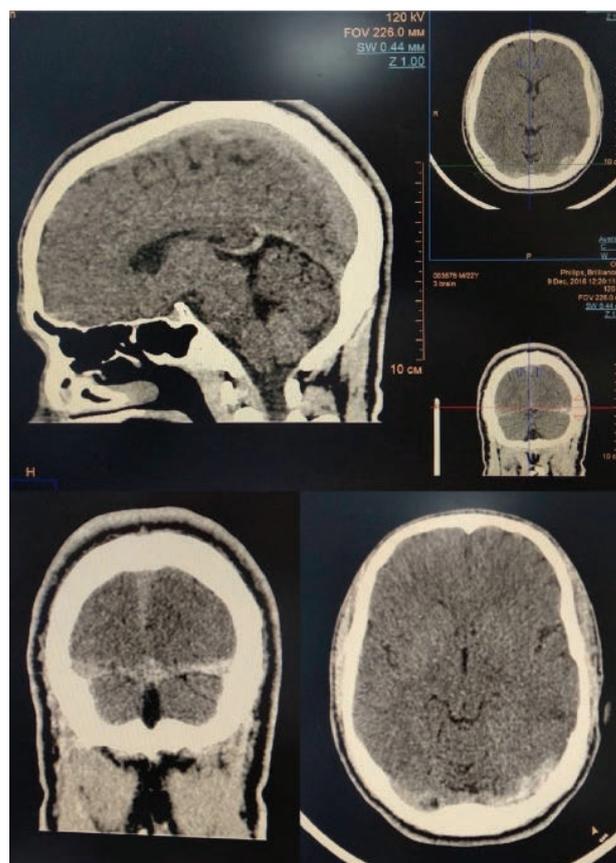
МСКТ головного мозга пациента С. от 09.12.16 г.
